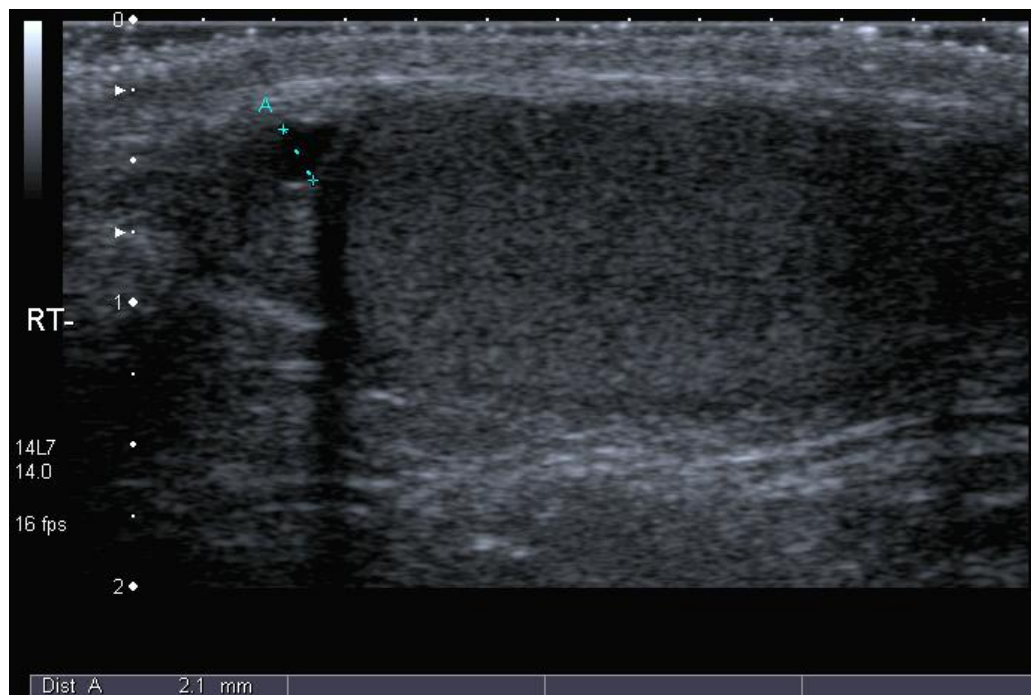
Sonographischer Befund einer Nebenhodenzyste (\varnothing 2,1mm) des rechten Nebenhodens bei einem 10-jährigen Jungen.
